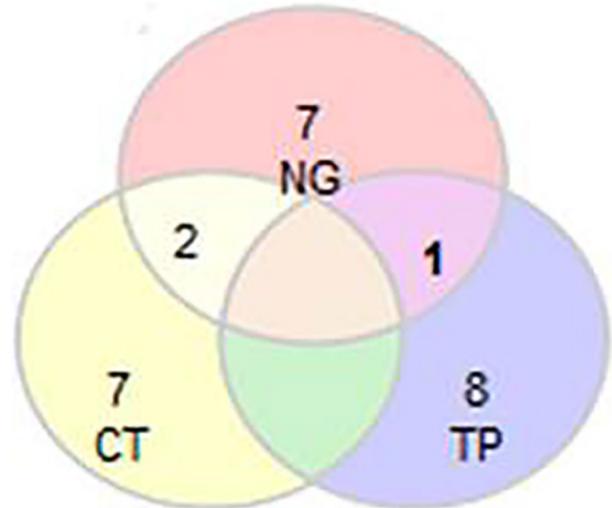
Distribución de ITS puras y coinfecciones entre ellas. NG: *Gonococcia*; TP: *Sífilis*; CT: *Chlamydia*
